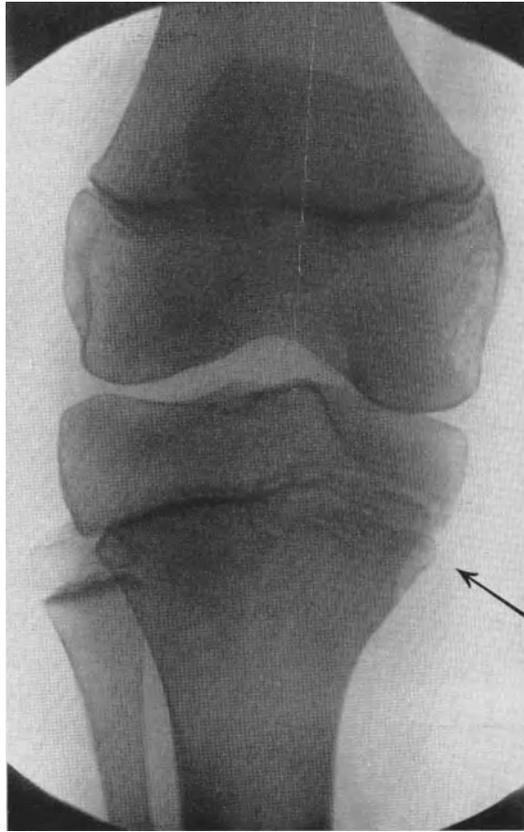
16jähriger Spätrachitiker. Kniegelenk dorsoventral. Das Röntgenbild zeigt, daß nur auf der Innenseite eine erhebliche Störung der endochondralen Ossifikation eingetreten ist. Hier ist ein Gewirr von Kalkbändern zu sehen.
